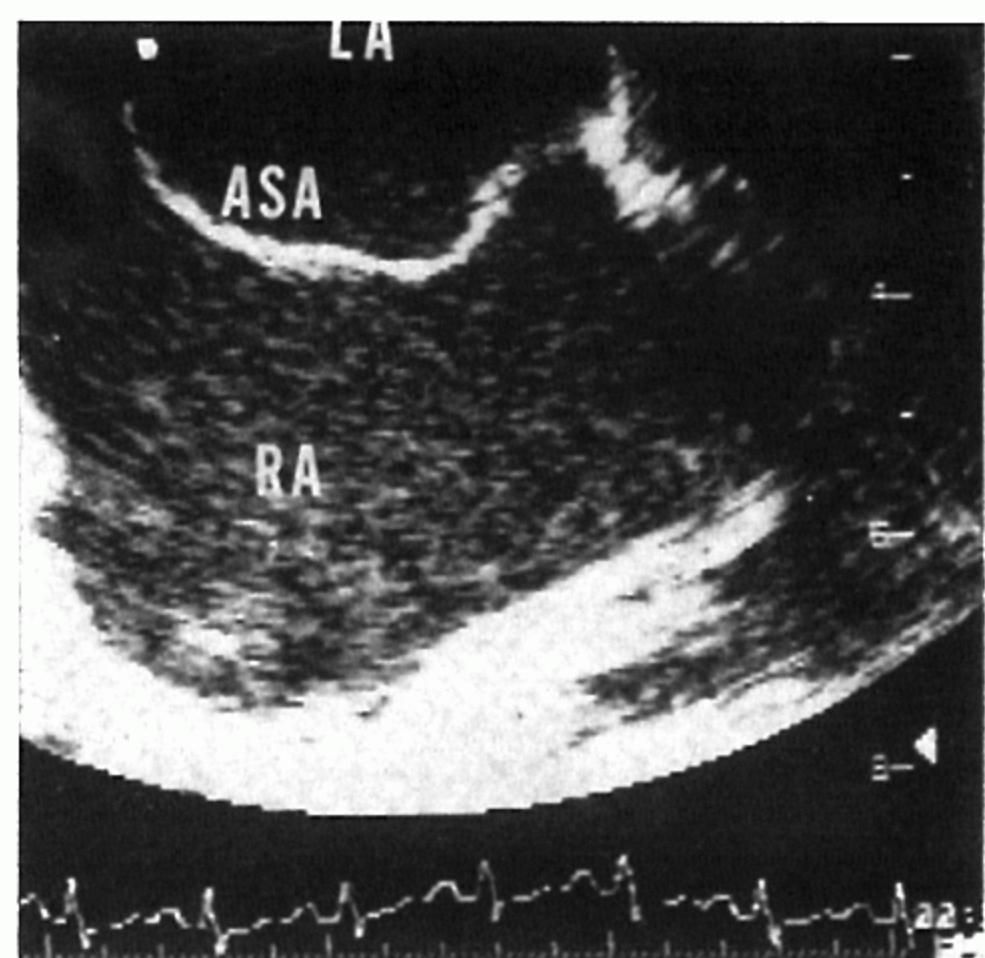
Transesophageal echocardiogram of atrial septal aneurysm, structure that is evidence in both four chamber plane and basal short axis scan.
